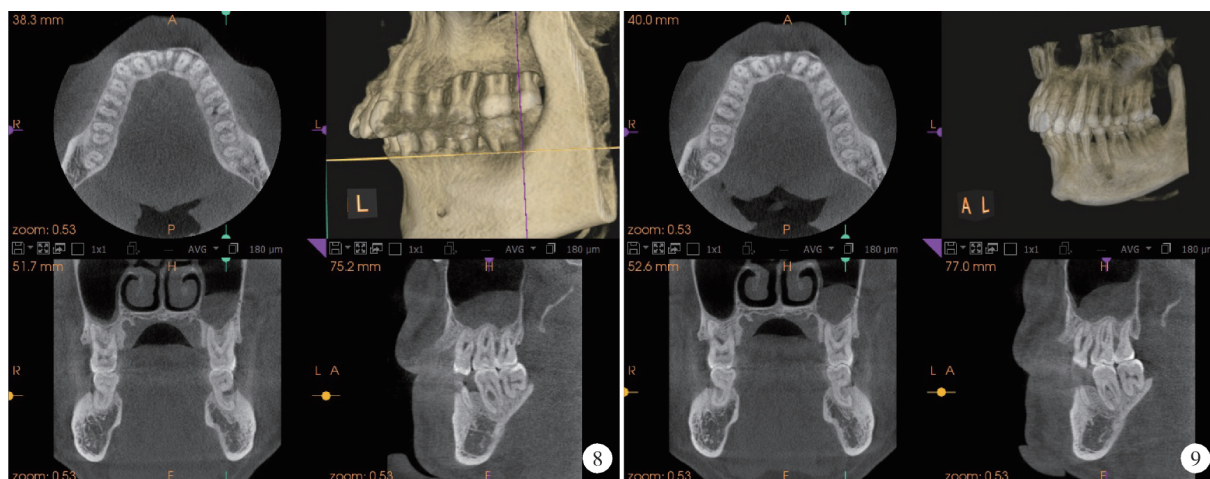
对照组4号病例的术前CBCT 图9 对照组4号病例术后1年时的CBCT
